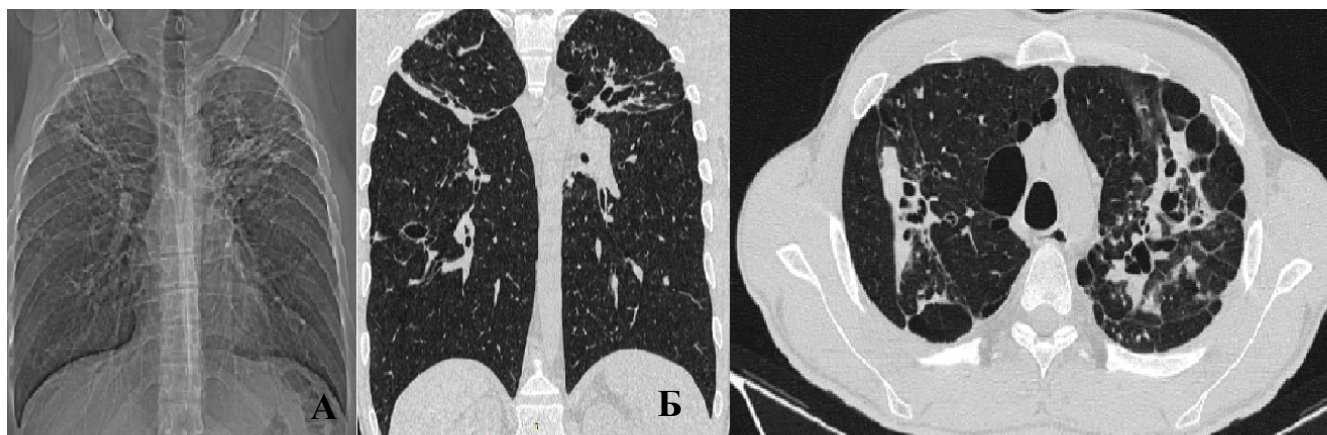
РГ (А) и МСКТ – исследование (Б) органов грудной клетки при поступлении
